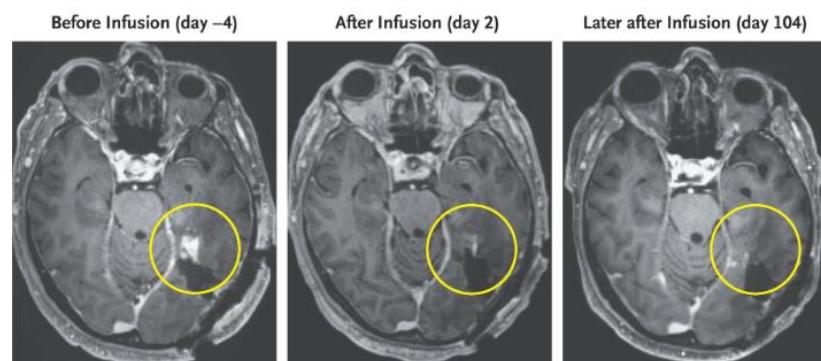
Resultado do segundo paciente. A ressonância magnética mostrou regressão tumoral já no 2º dia após a infusão das células CAR-T, com redução contínua e sustentada ao longo do tempo (Brown et al., 2024).
